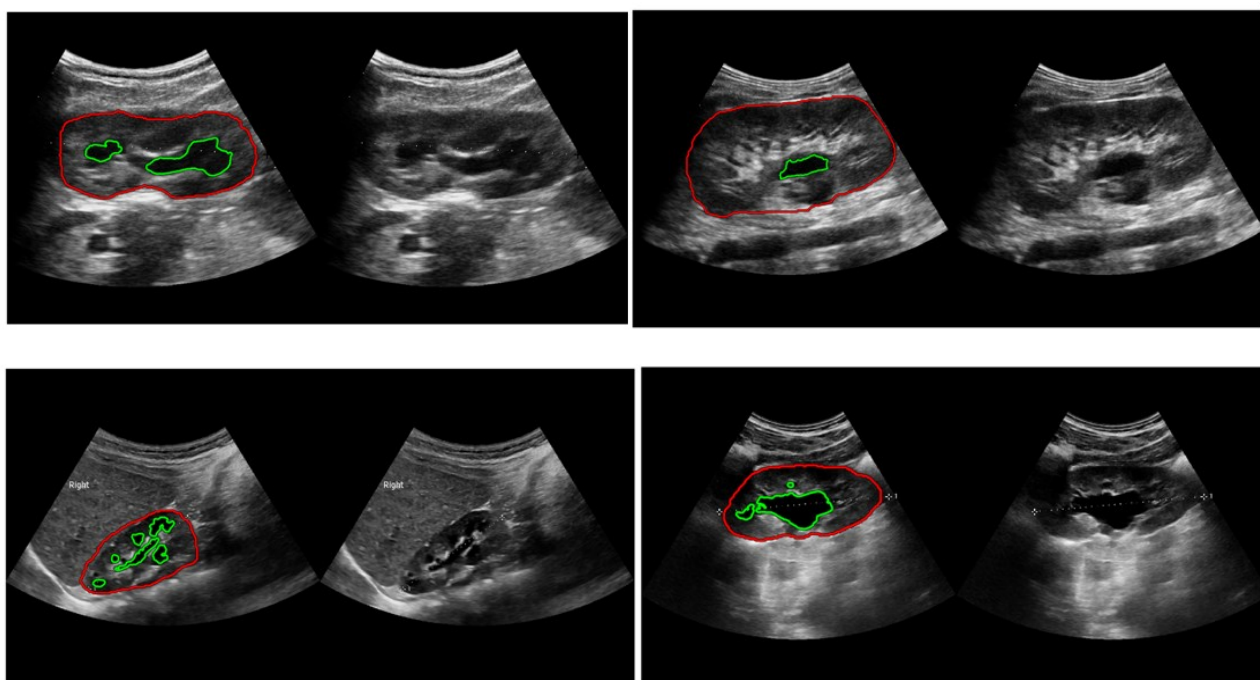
Esempi di ecografie di reni pediatrici nel caso di sonda Esaote (in alto) immagine 003 (a sinistra) e 007 (a destra), e Samsung (in basso) immagine 0138 (a sinistra) e 0173 (a destra). In rosso è rappresentato il bordo del rene ottenuto in uscita della rete neurale, mentre in verde la segmentazione del sistema collettore.
